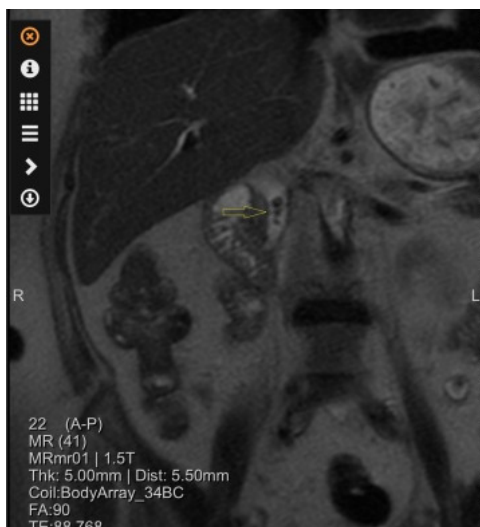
RMN – litiază coledociană multiplă (săgeată galbenă).
